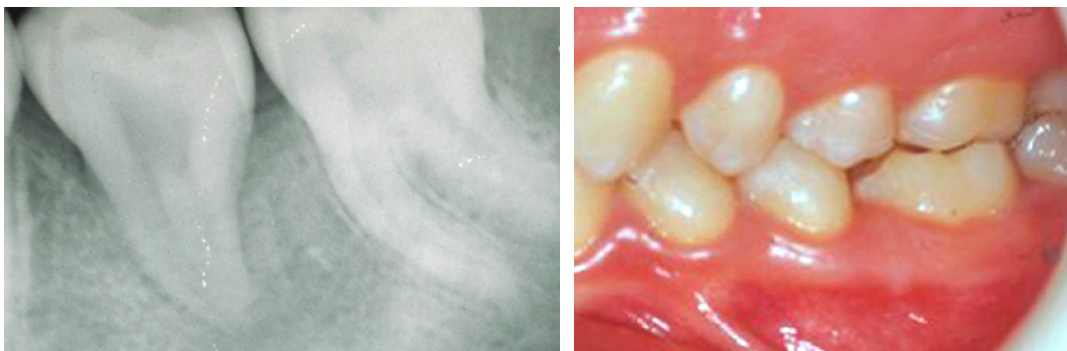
Radiographie rétro-alvéolaire et photographie latérale gauche, 5 ans après la l'auto-transplantation (Catherine et al., 2007).
